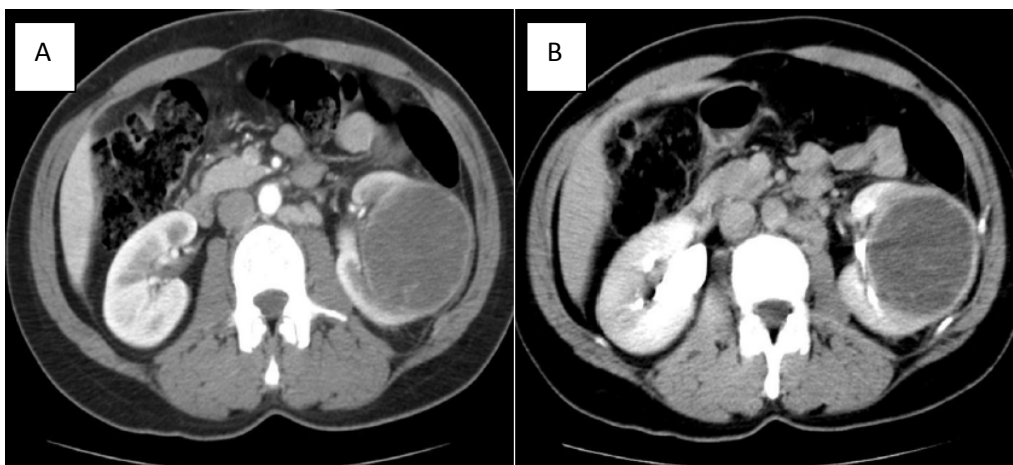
imágenes del estudio TDM helicoidal centrado sobre ambos riñones. A) Sin contraste. B) En fase de eliminación. Imágenes sugestivas de absceso renal.
